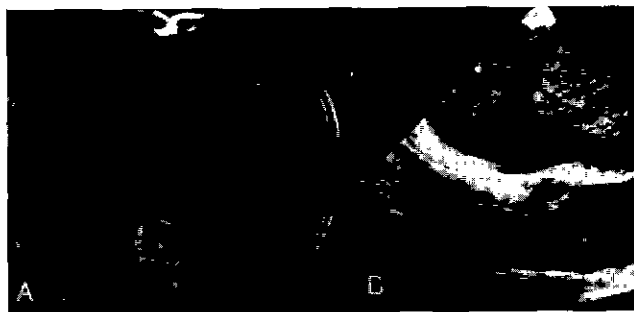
A. Chest CT scan demonstrates two round masses in the left atrium and right hilar lymphadenopathy. B Transesophageal echocardiogram demonstrates two masses in the left atrium.
